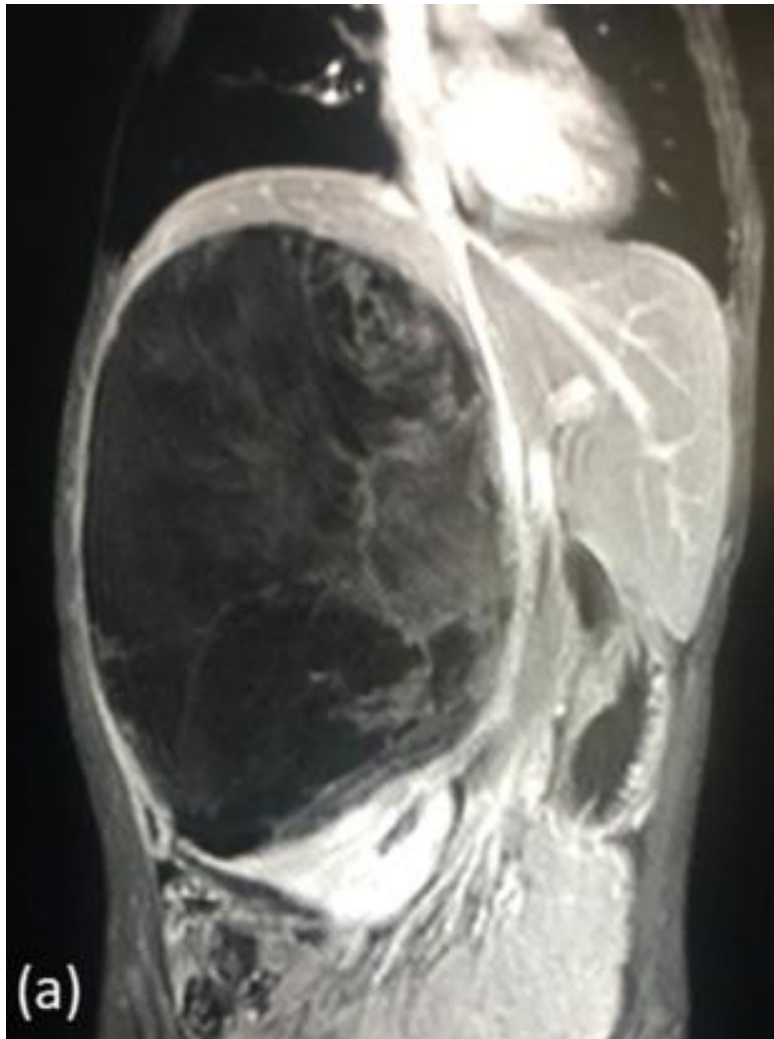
IRM d'un enfant de 7 ans (coupe sagittale) se présentant avec douleur abdominale en rapport avec un néphroblastome large (59)
